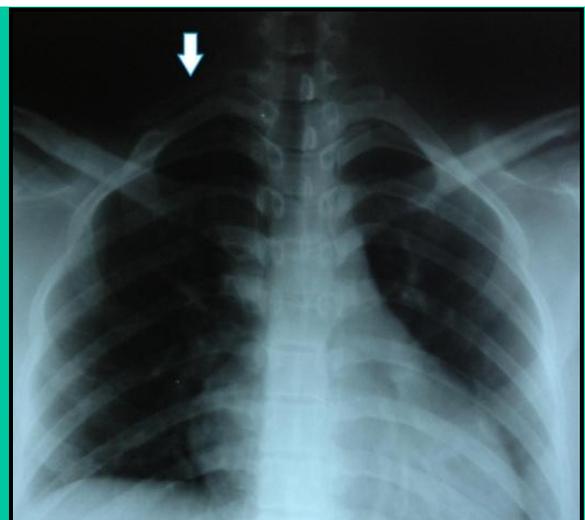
Radiografía estándar de tórax. Presencia de costilla cervical anómala derecha.
